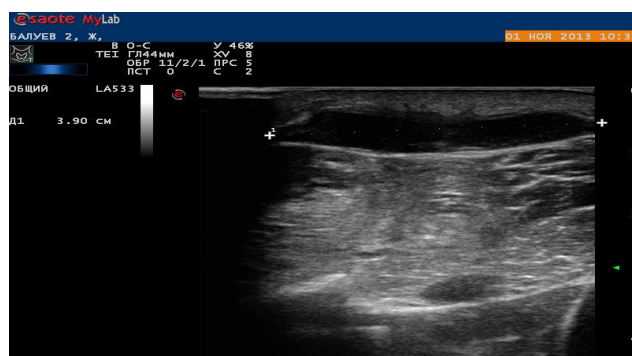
УЗИ мягких тканей правой голени до начала лечения
